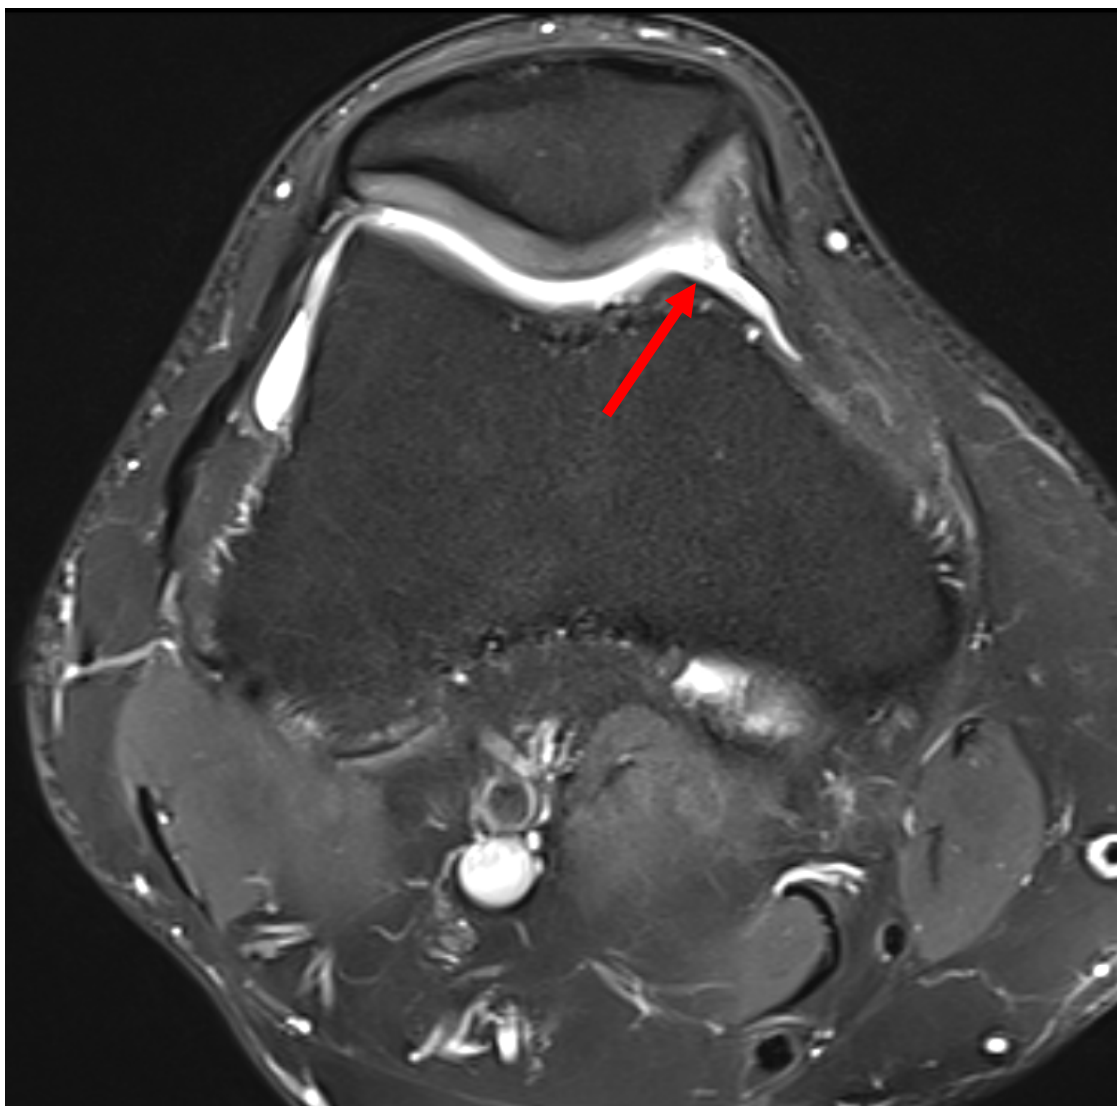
IRM du genou en coupe axiale montrant un épanchement artulaire
